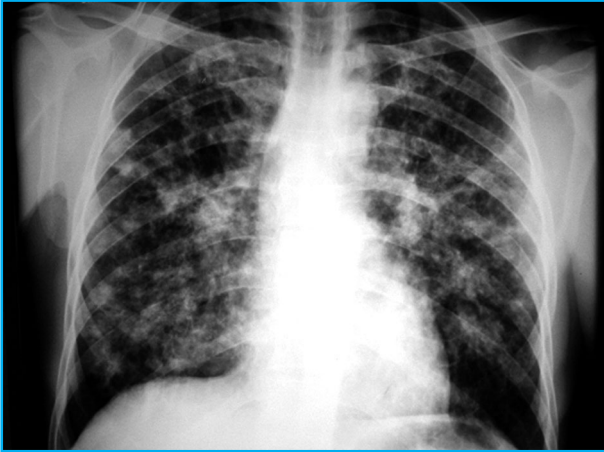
Telerradiografia de tórax em PA evidenciando o padrão em "asa de borboleta" da paracoccidioidomicose.
